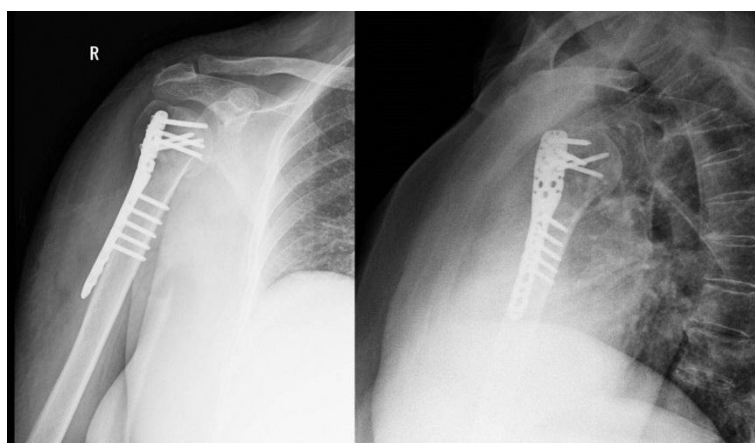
Radiografii umăr drept (anteroposterioară și transtoracică): control postoperator - reducere deschisă și osteosinteză cu placă și șuruburi blocate
